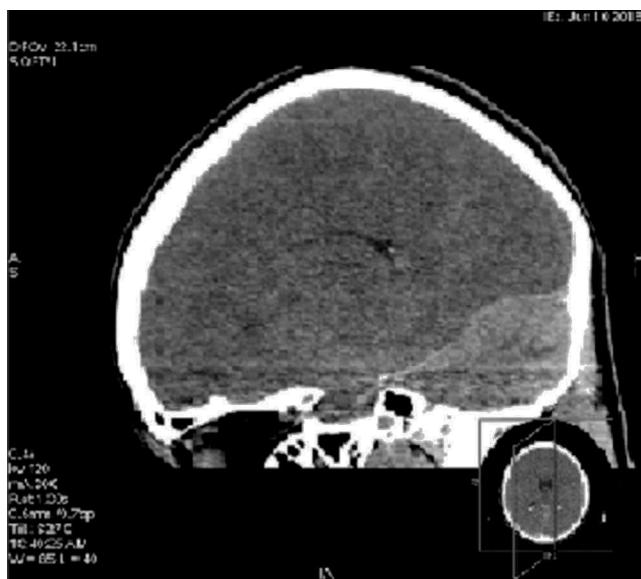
Corte sagital de tomografía de cráneo simple evidenciando la hiperdensidad del parénquima cerebeloso y la hipodensidad del parénquima cerebral por edema.
